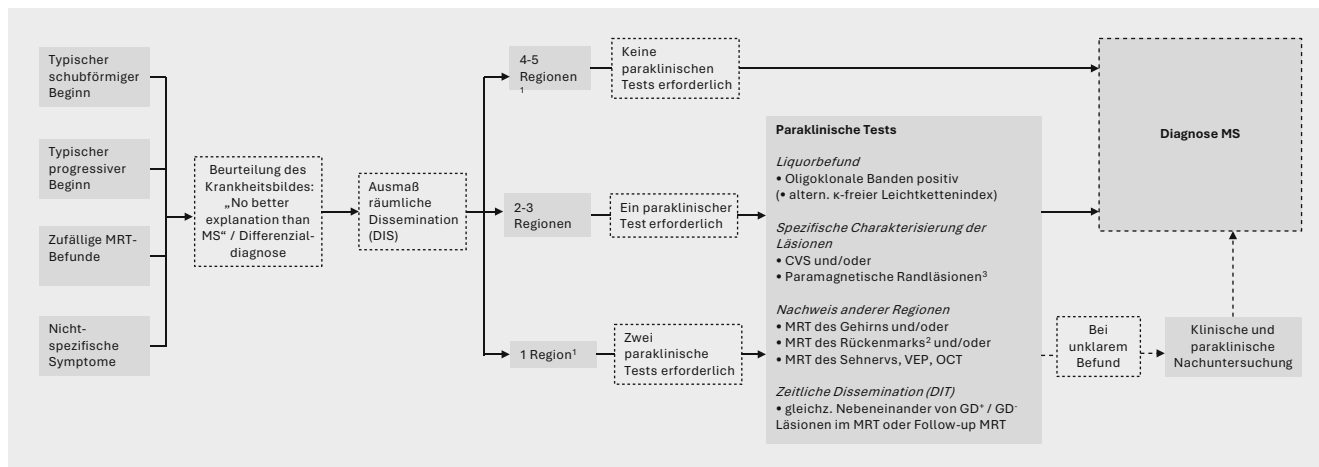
Grafische Zusammenfassung der McDonald-Kriterien von 2024 (modifiziert und übersetzt nach: Moccia, M. et al. (2025) Implementation of the 2024 revision of the McDonald criteria for multiple sclerosis. *Nat rev neurol* 21, 664–666). ¹Nur bei typischem rezidivierenden oder progressivem Beginn und, falls keine andere Region nachgewiesen werden kann, unter Verwendung von CVS und/oder paramagnetischen Randläsionen und positivem Liquor und/oder zeitlicher Dissemination. ²Zwei Rückenmarksläsionen werden als zwei Regionen bei typischem progressivem Beginn betrachtet. ³Paramagnetische Randläsionen gelten nur in Fällen, in denen nur ein Bereich betroffen ist. *MRT* Magnetresonanztomographie, *GD* Gadolinium, *CVS* Central Vein Sign, *OCT* Optische Kohärenztomographie, *VEP* Visuell Evozierte Potentiale
